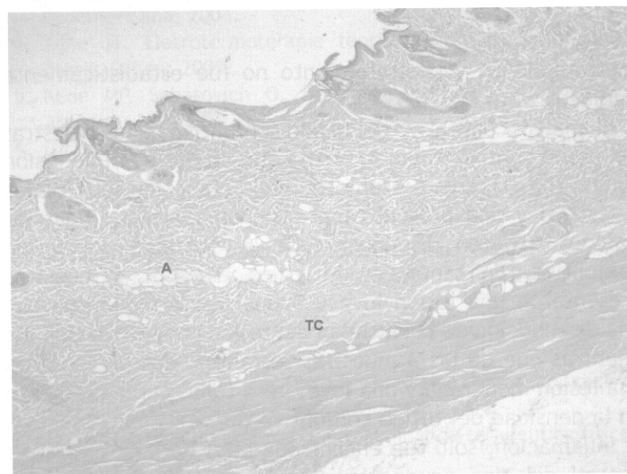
Muestra del grupo control (40 ×). A: adipocitos; TC: tejido conectivo.
